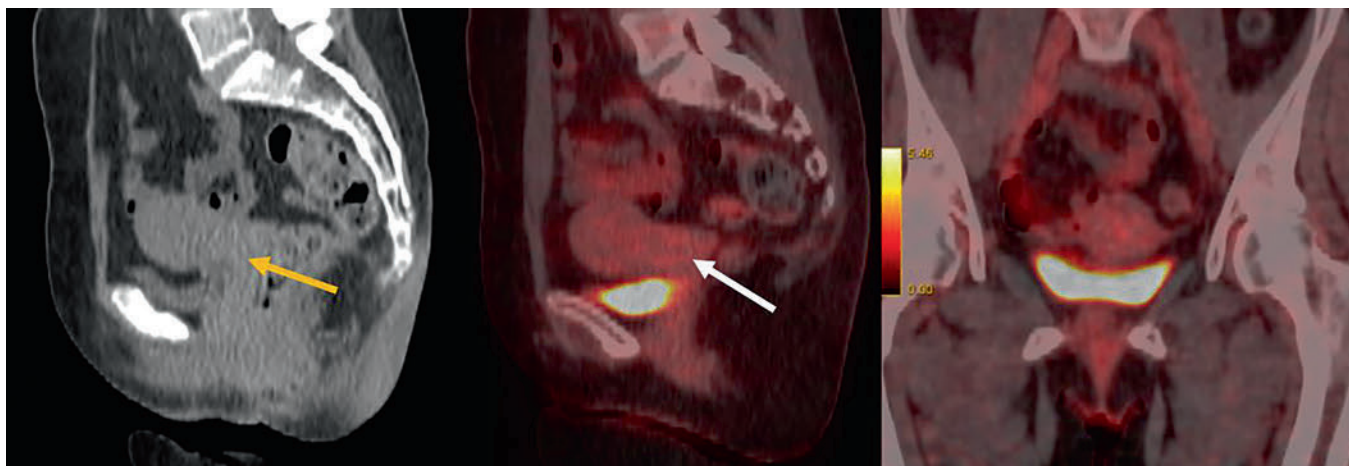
ПЭТ-КТ после курса венетоклакса + азациитидин. В сравнении с предыдущим исследованием шейка матки меньших размеров, в ее проекции очагов накопления радиофармпрепарата достоверно не определяется. Лимфатические узлы таза не увеличены и метаболически неактивны (стрелки)
